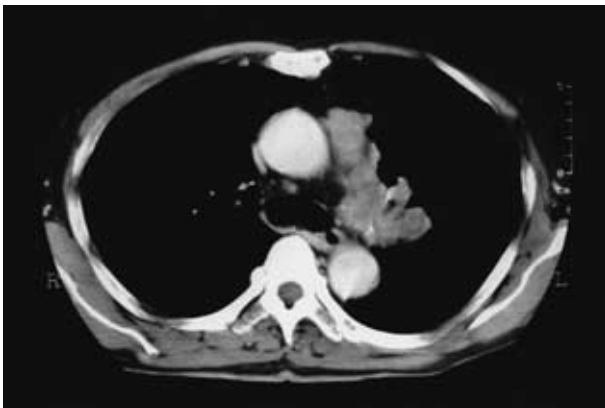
Chest CT scan on admission shows a tumor invading in left hilar and mediastinal lymph nodes.
